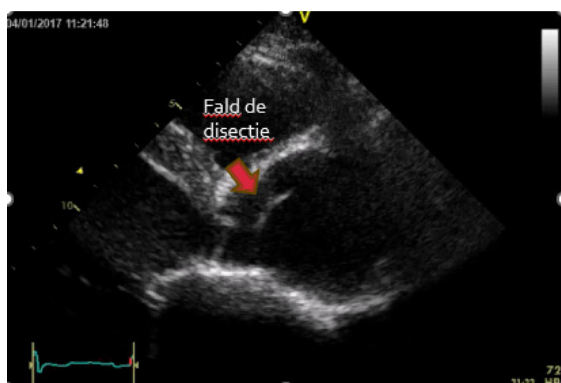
ETT, incidența parasternal ax lung: dilatarea anevrismală a aortei ascendente cu fald de disecție
